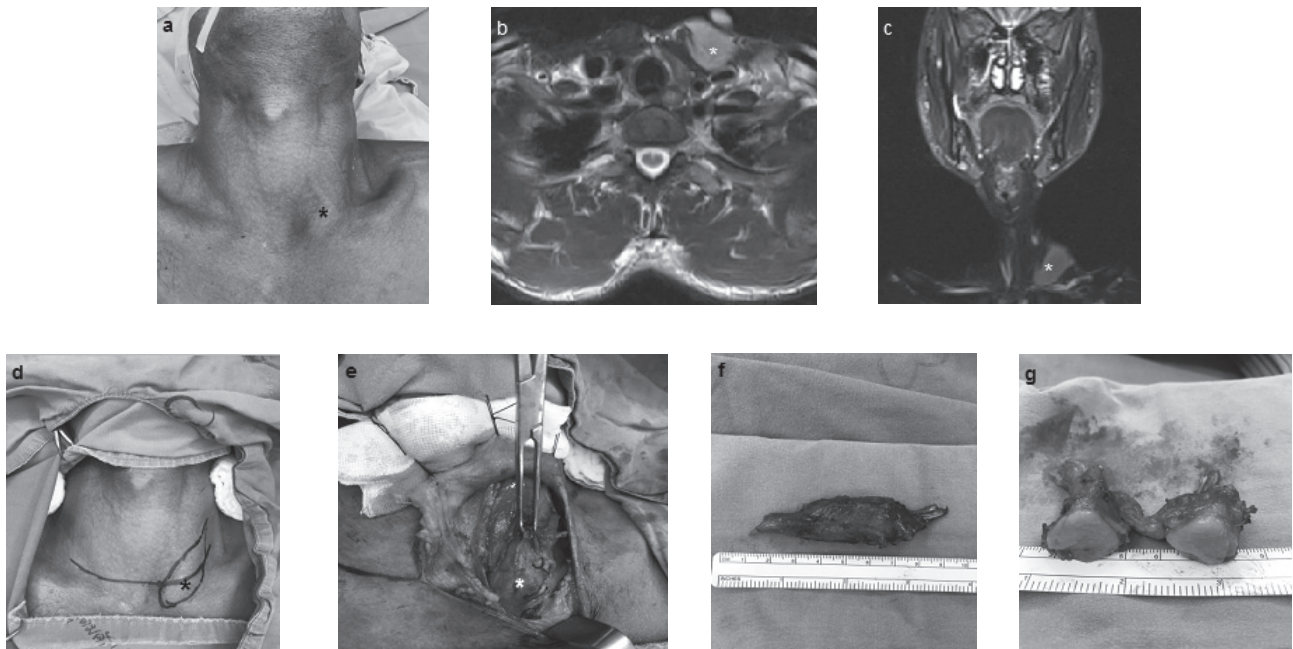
(a, d) Preoperative findings. A soft tumour measuring 4x2 cm seen in the left sternocleidomastoid region (asterisk). (b-c) Preoperative MRI. A well-defined soft tissue mass in the inferior aspect of left sternocleidomastoid with hyperintensity on T2weighted image (asterisk). (e) Operative findings Sternal head of left sternocleidomastoid (arrow head), a encapsulated tumour along SCM (asterisk. (f) The excised tumour with surrounding muscle fiber. (g) Cross section of the tumour. The tumour was solid and homogeneous and tan-yellow colour.
